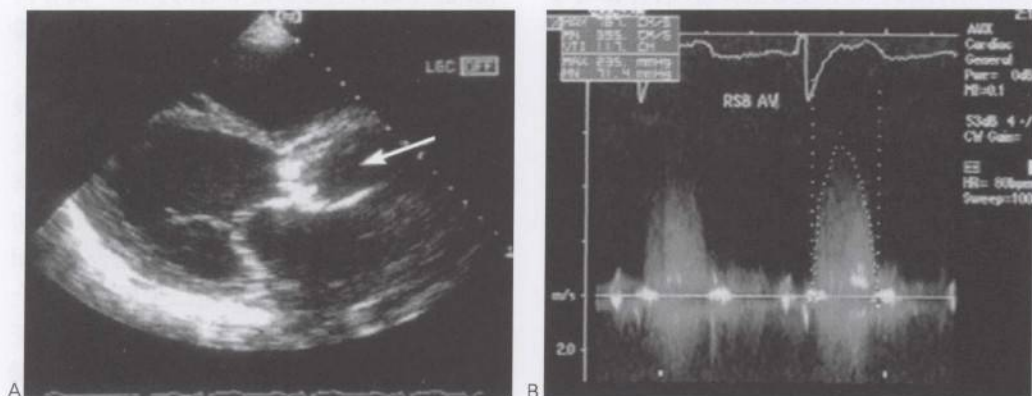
主动脉瓣狭窄患者的二维超声心动图和多普勒分析
